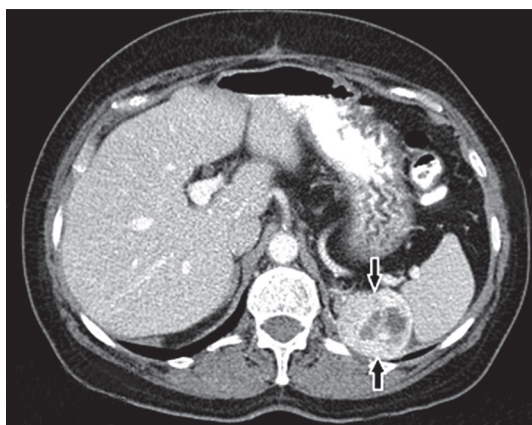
Метастаз на левом куполе диафрагмы, компьютерная томография апрель 2013 г.
